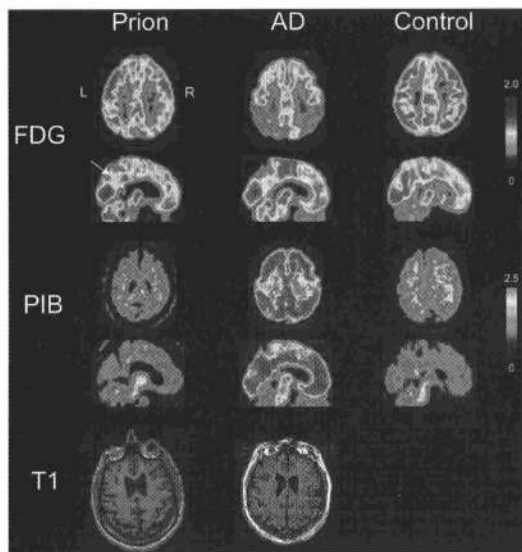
家族性CJD患者、アルツハイマー病患者及び健常者における、PIBを用いたPET画像、FDG-PET画像、ならびにMRIのT1強調画像の比較(文献10より一部改変して引用)
